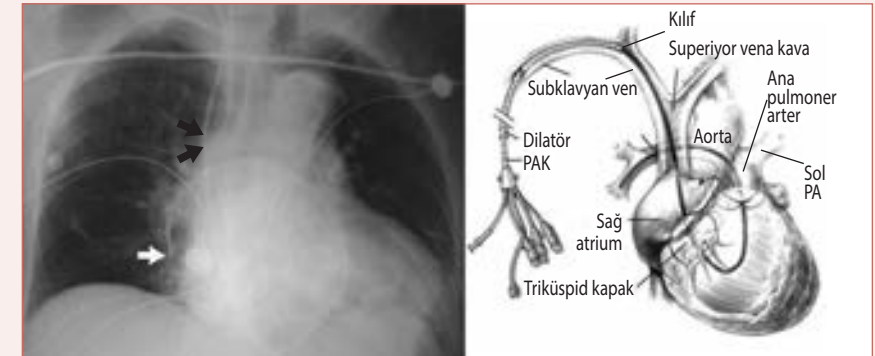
Swan Ganz kateterinin pulmoner artere yatakbaşı konuşlandırılması: Sağda- Balonlu pulmoner arter kateteri subklavyan venede giriş-kılıfından sokularak 20 cm işaretine kadar ilerletilir. Bu noktada, balon şişirilir ve PA basınç dalgaları görülünceye kadar ilerletilir. Kateterin yeri PA uç basınç dalgalarının görünmesi ile bilinir. Solda- Sağ internal juguler venden sokulan (siyah ok başları) Swan-Ganz kateterinin ucu (beyaz ok-), portatif röntgen cihazı ile çekilen göğüs radyografisinde sağ pulmoner arter distalinde görülmekte.
